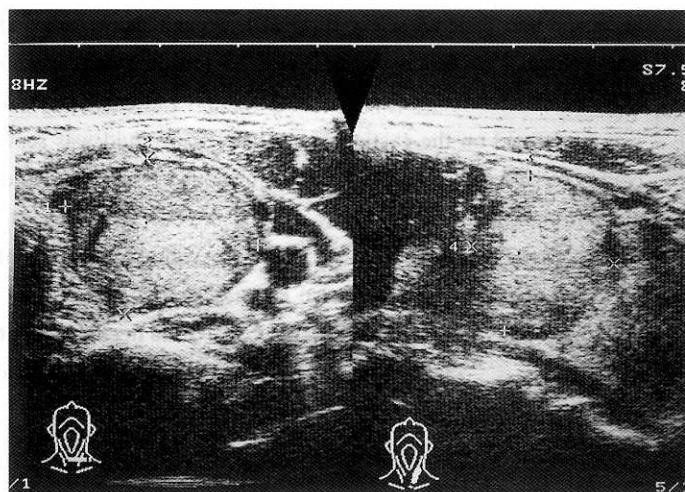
同じく左葉下極に $1.8 \times 2.5 \times 2.0$  cm の形状やや不整、境界不明瞭、内部エコー一部不均一でエコーレベル中程度の腫瘍性病変を認める
